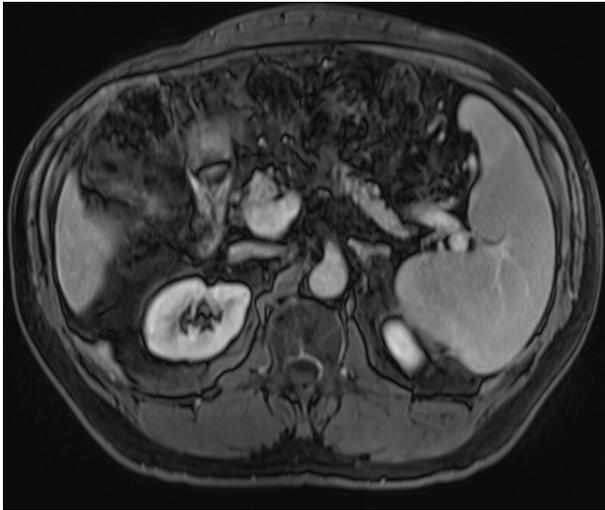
Ressonância magnética demonstrando esplenomegalia e aumento do calibre da veia esplênica
